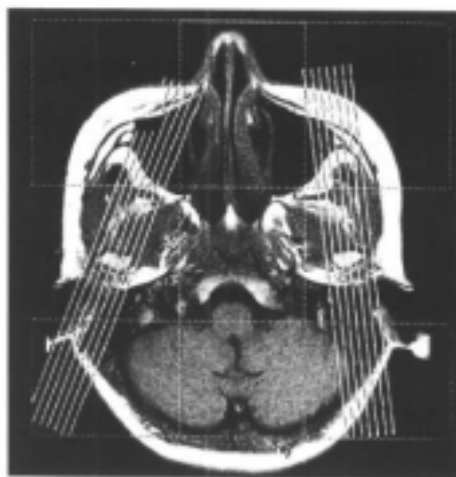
颞下颌关节矢状面 MRI 定位图
